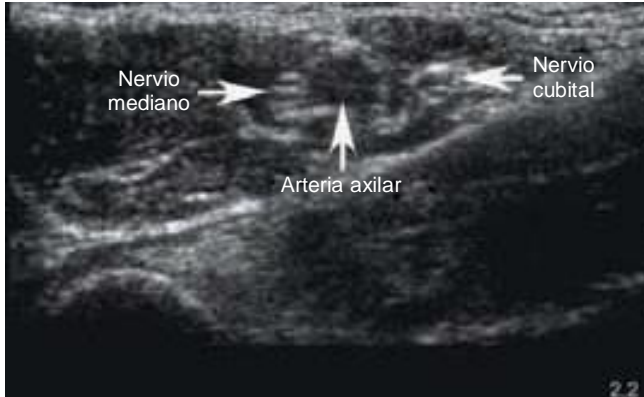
Visualización ecográfica de los nervios mediano y cubital (ambos rodeados de anestésico local en el nivel axilar. El nervio radial está debajo de la arteria, de modo que no es visible desde esta perspectiva (lado izquierdo = craneal; unidad de ultrasonido SonoSite MicroMaxx con sonda de 13 MHz).
